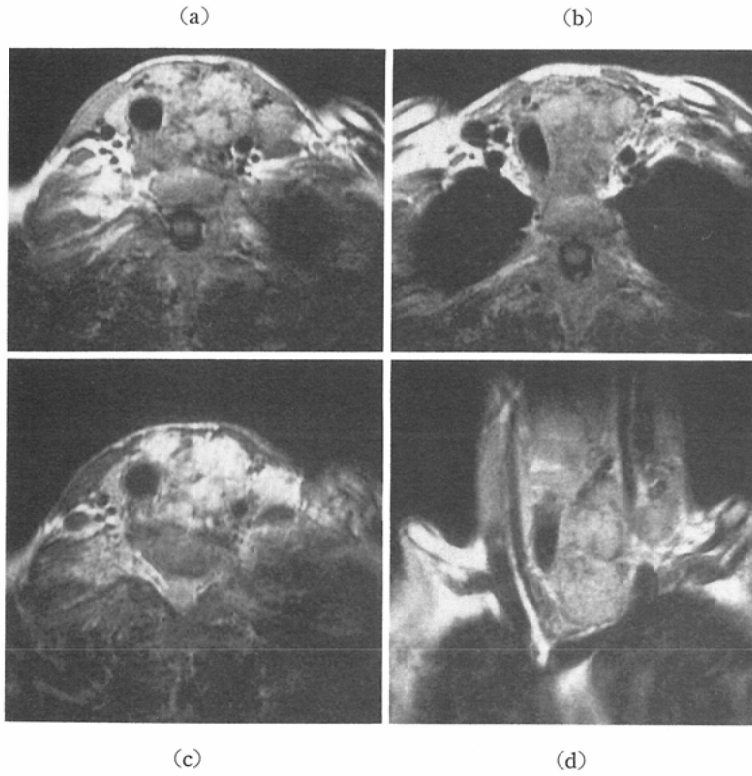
Medullary carcinoma of left lobe. (a) T1WI (570/35). (b) T1WI (570/35). MR image is visualized at level lower than (a). Note lobulated inhomogeneous tumor. (c) T2WI (1,800/92). MR image is obtained at same level as in (a). Tumor is inhomogeneously displayed at high intensity. (d) T1WI (520/35). Trachea is displaced toward right side by tumor. Metastatic lymph nodes (pretracheal, para-tracheal, and inferior medial deep cervical lymph nodes) are swollen.
